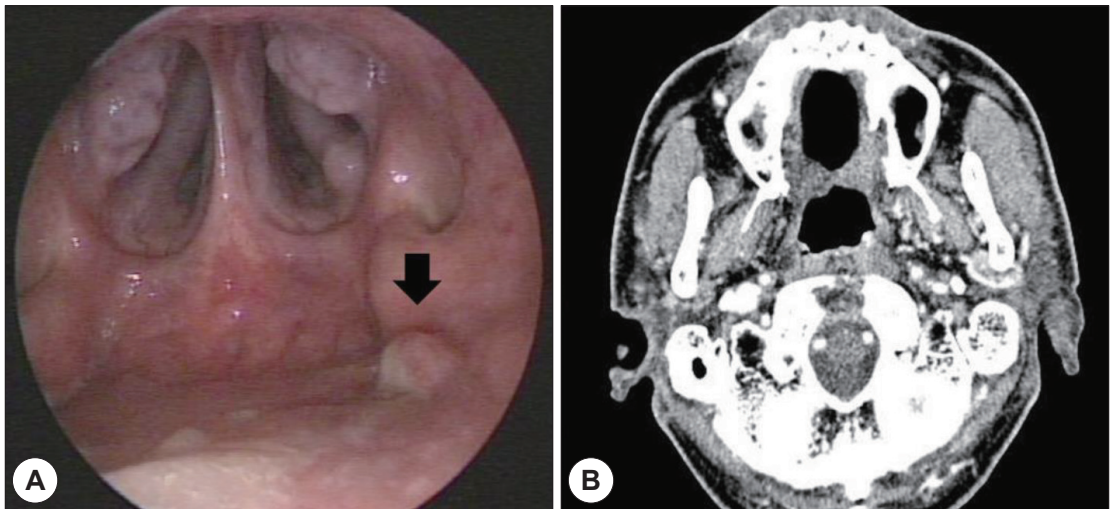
Image of nasopharyngeal cancer after recurrence. A : Nasopharyngoscopy 2 years after radiotherapy shows a recurrent mass (arrowed). B : Contrast-enhanced computerized tomography axial view after recurrence shows an enhanced mass at left nasopharynx without significant submucosal invasion.
